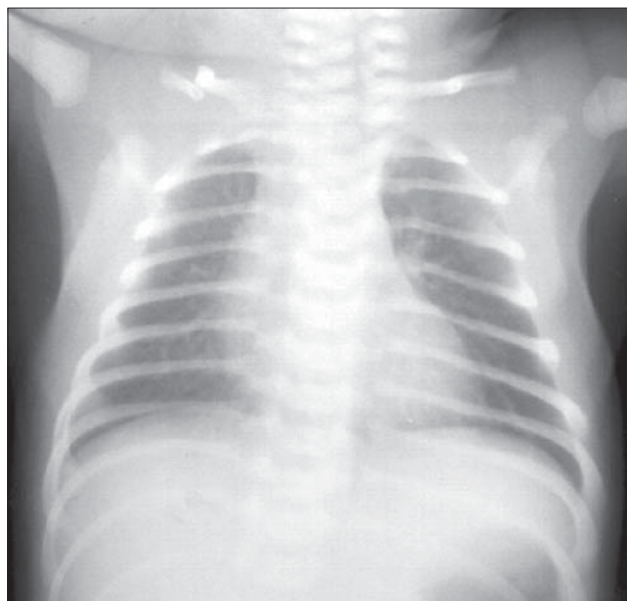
Detresa respiratorie. Radiografie toracică PA la un nou născut de 48 ore. Plămân cu aspect reticulonodular. Fractură claviculă dreaptă.
